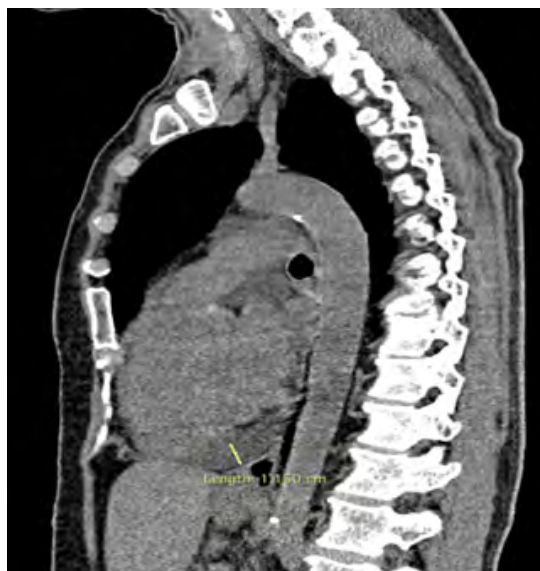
МСКТ ОГП, сагиттальный срез, признаки выпота в полости перикарда.
